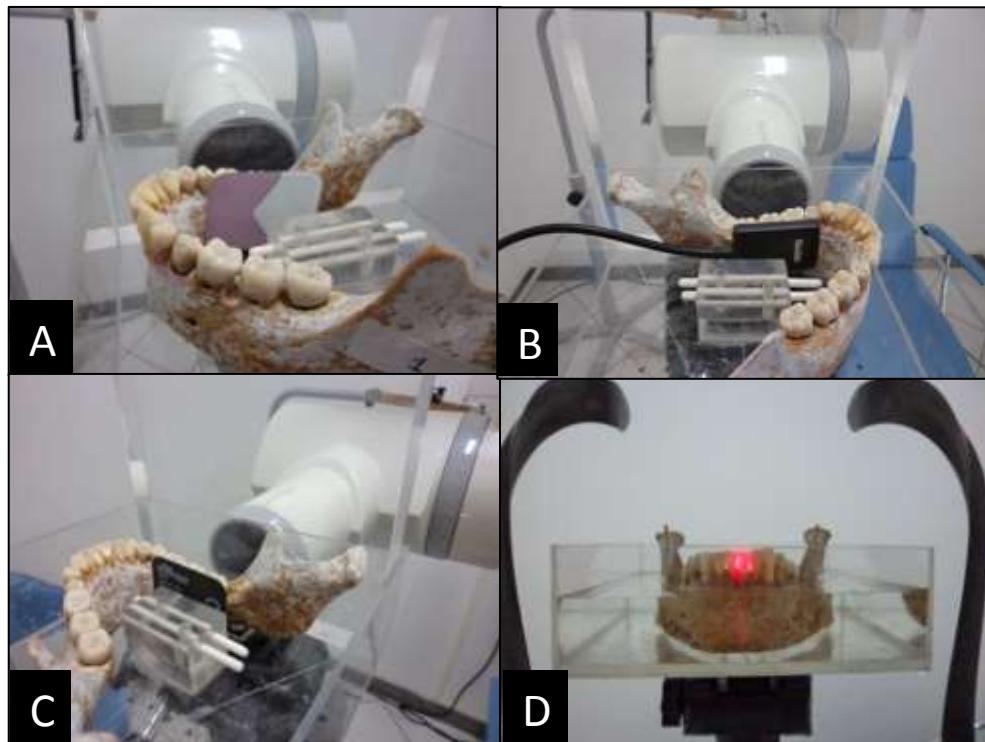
Positioning of the conventional film (A), the CCD sensor (B), the PSP (C), and the mandible in the Kodak® 9000C 3D apparatus (Carestream Health, Inc.) CBCT (D).
